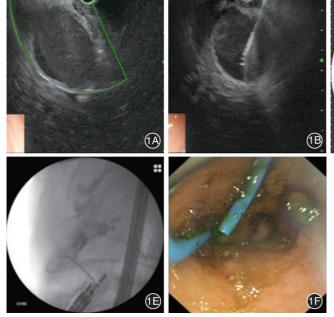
内镜超声引导下胆囊穿刺引流术过程 1A:内镜超声扫查 胆囊,寻找穿刺部位;1B:内镜超声引导下经胃窦穿刺胆囊;1C:造 影后使胆囊显影,并置入导丝;1D:用探条扩张穿刺道;1E:在 X 线 监视下置入支架;1F:观察胆汁引流情况并确认穿刺口处无活动性 出血
